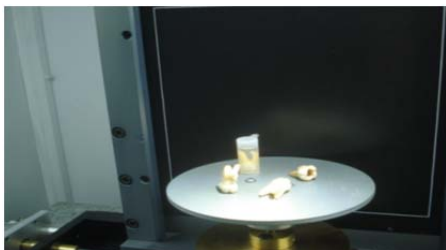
Ensayos de piezas dentales humanas en el equipamiento de  $\mu$ CT de LIIFAMIR<sup>X</sup>.
